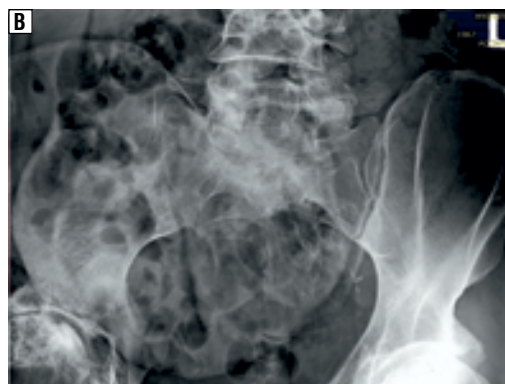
RTG stawów biodrowych (kwiecień 2016 roku). Głowy obu kości udowych ze zmianami osteosklerotyczno-litycznymi w górno-bocznych częściach; obustronne zmiany zwyrodnieniowe w stawach biodrowych ze sklerotyzacją podchrzęstną powierzchni stawowych
